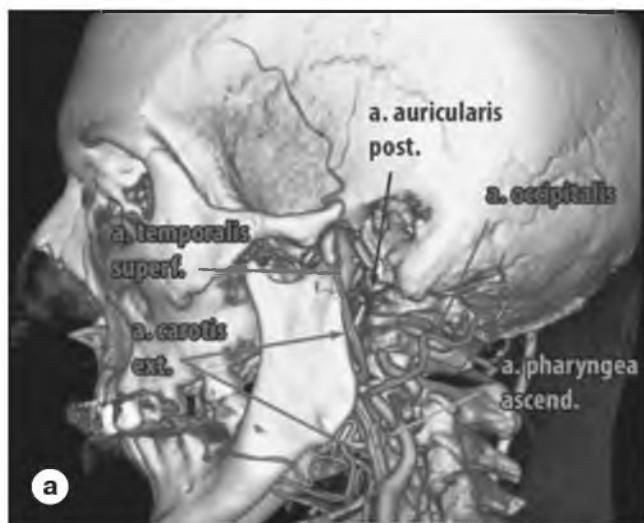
Трёхмерная реконструкция КТ-ангиографии с выделением и обозначением наружной сонной артерии и её ветвей: восходящей глоточной, затылочной, задней ушной и поверхностной височной.
